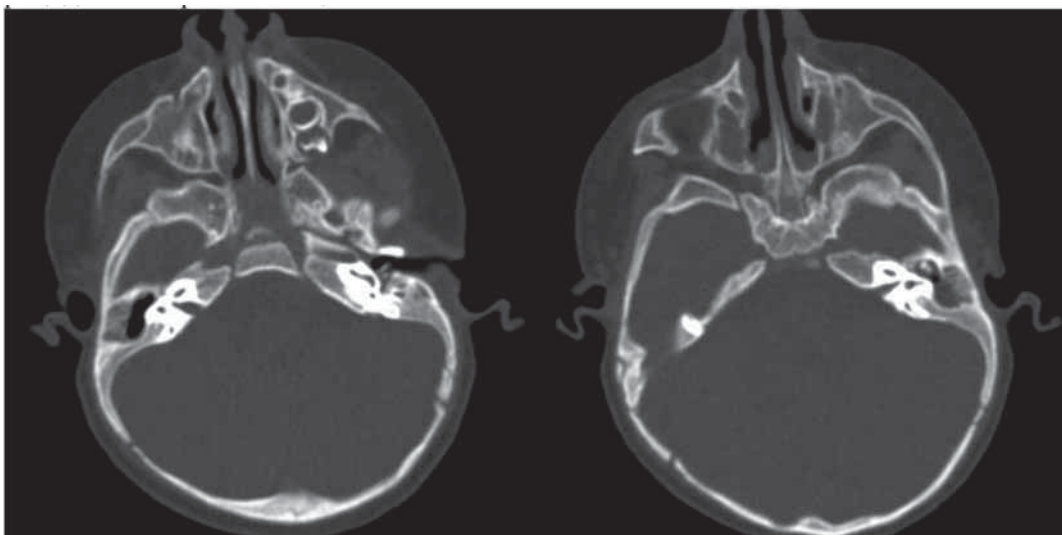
КТ височных костей в период рецидива у ребенка 10 месяцев с рецидивирующим средним отитом. Мы видим тотальное затемнение антрума, барабанной полости слева.
